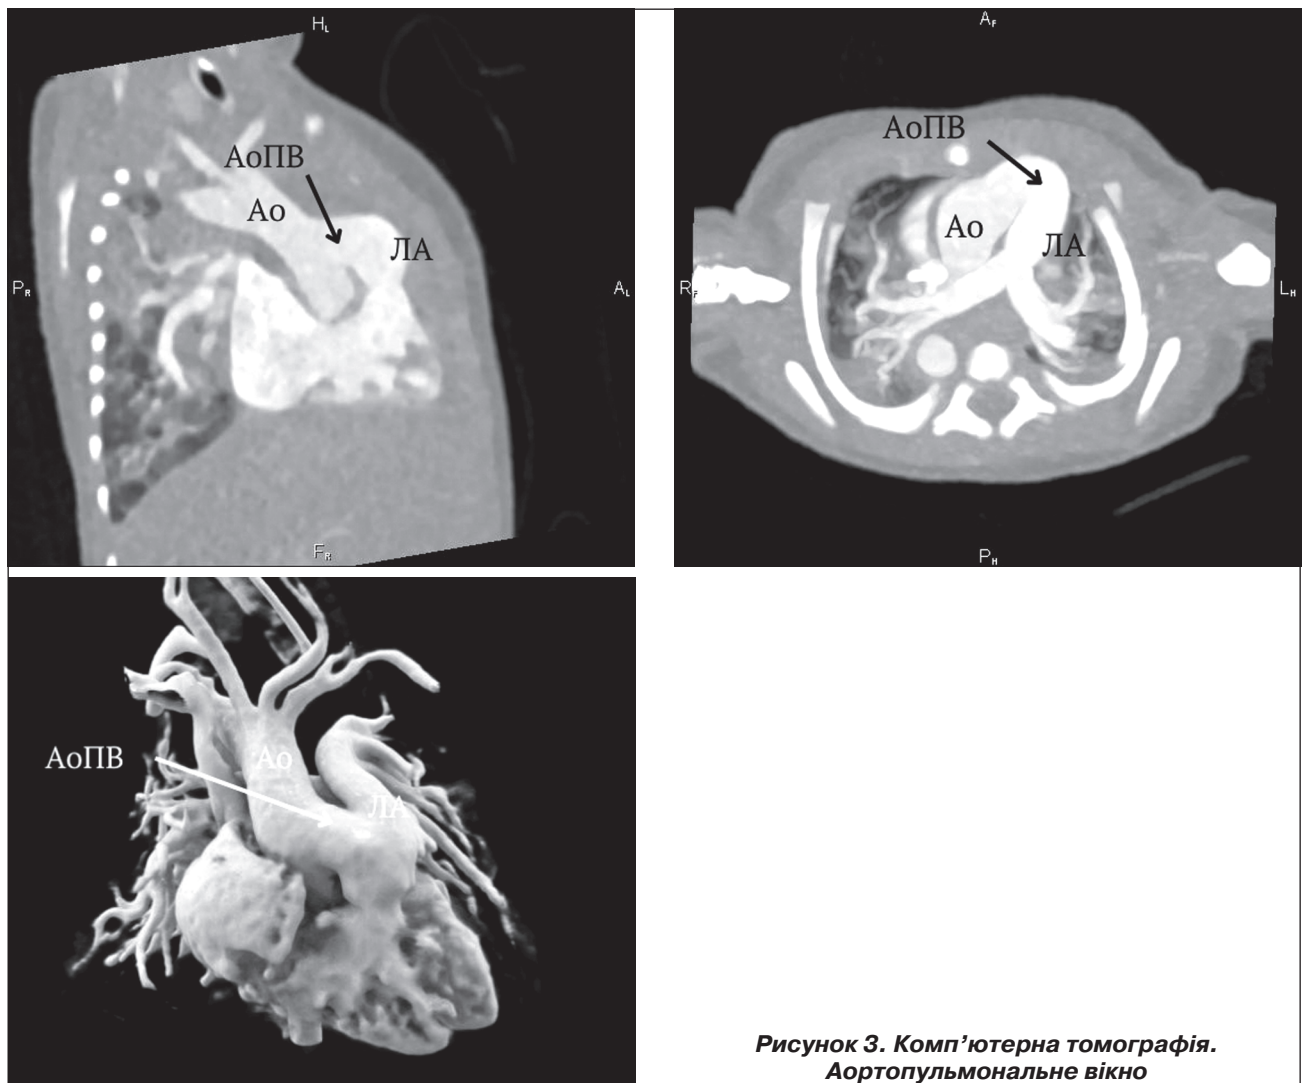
Комп'ютерна томографія. Аортопульмональне вікно
